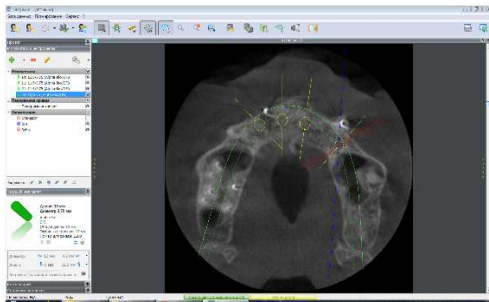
КТ верхньої щелепи, початковий стан до початку лікування
